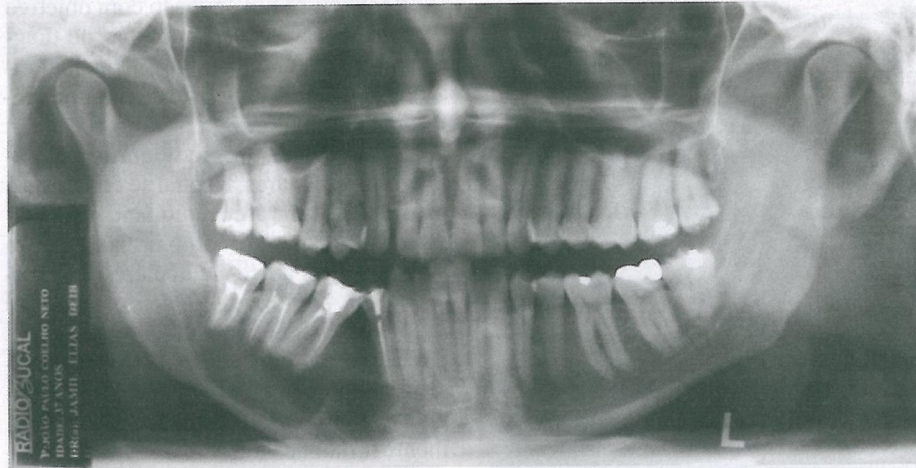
Radiografia panorâmica pós-operatório. Visualizamos a cicatrização da área com neoformação óssea.
